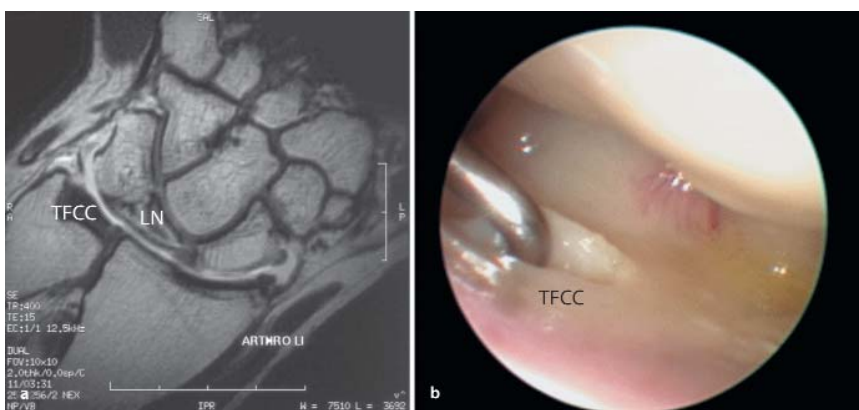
b ▲ Patient mit falsch-negativem Arthro-MRT: a Arthro-MRT falsch-negativ als intakter TFCC gewertet (Nebenbefund: Lunatumnekrose); b arthroskopisches Bild der zentralen Läsion des ulnokarpalen Komplex (TFCC)
